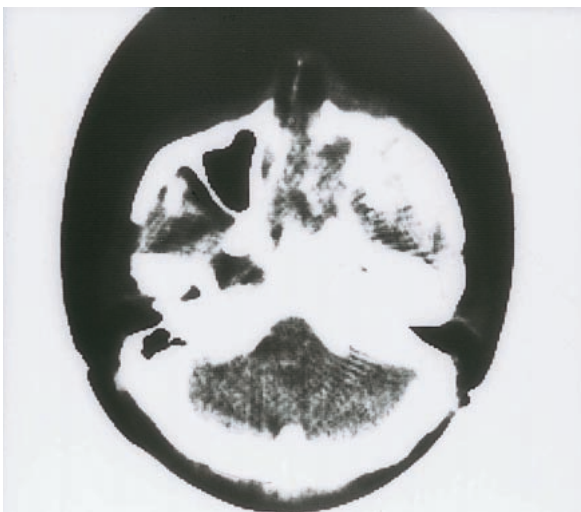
右上顎に発生した骨肉腫 (CT 像)
